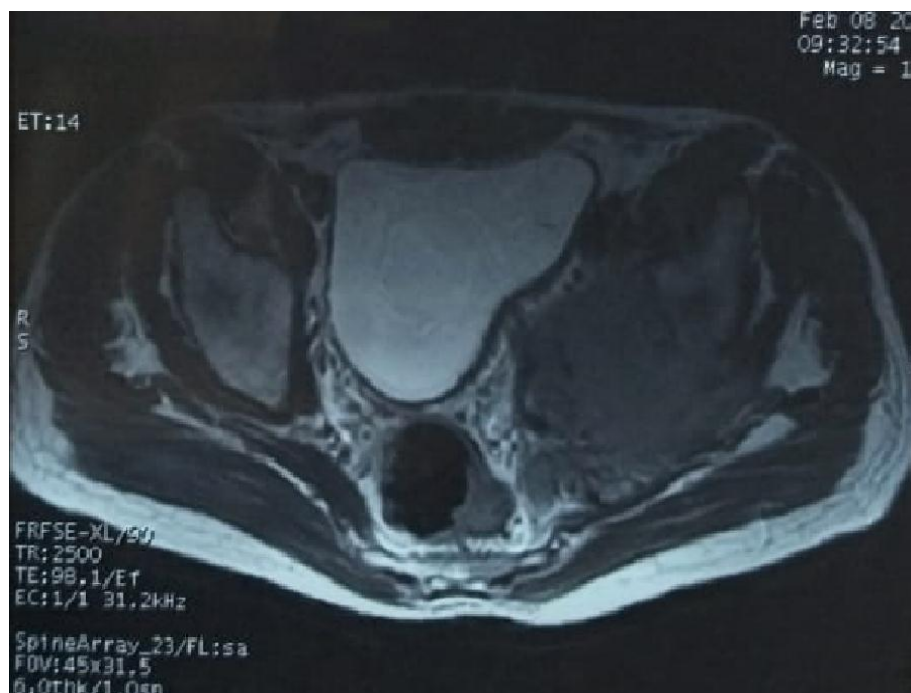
IRM du bassin, coupe axiale, grosse masse tissulaire englobant ilium
